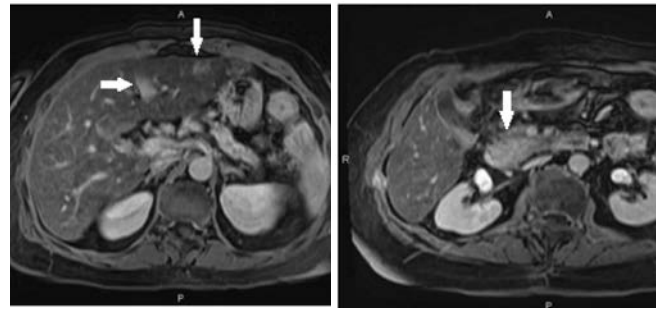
МРТ брюшной полости от 04.12.2013
